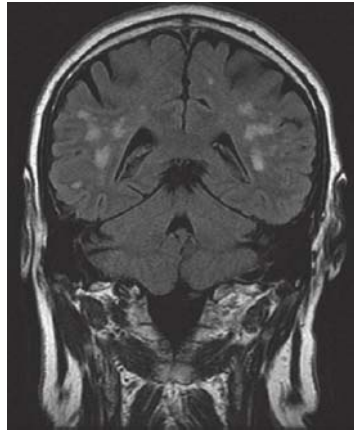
Imagerie par résonance magnétique cérébrale (coupe coronale postérieure) chez un patient de 55 ans atteint de granulomatose de Wegener, avec céphalées chroniques et troubles mnésiques mineurs. Hypersignaux bilatéraux multiples en séquence *fluid attenuated inversion recovery* (FLAIR) (anomalies d'origine vasculitique).
